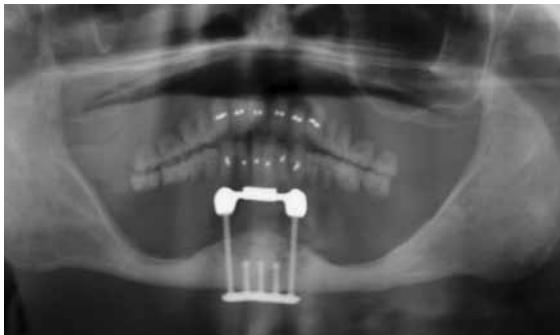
Orthopantomogram made at the recall visit two years after patient had been lost to follow up.
